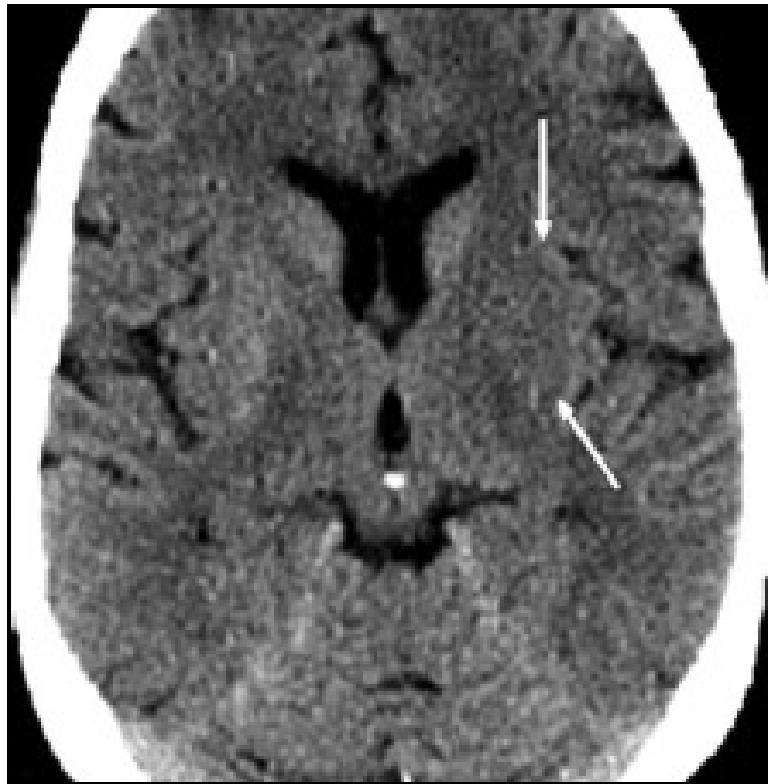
Borramiento de núcleo lenticular en TC.
